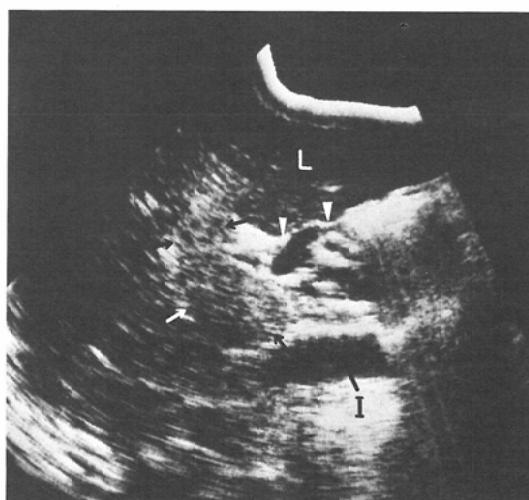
Longitudinal ultrasonogram through liver and inferior vena cava shows the enlarged portal vein filled with echogenic solid mass (tumor thrombus) (arrows). Several transonic collateral channels are also seen (arrowheads). (A=aorta ; I=inferior vena cava ; L=liver)
